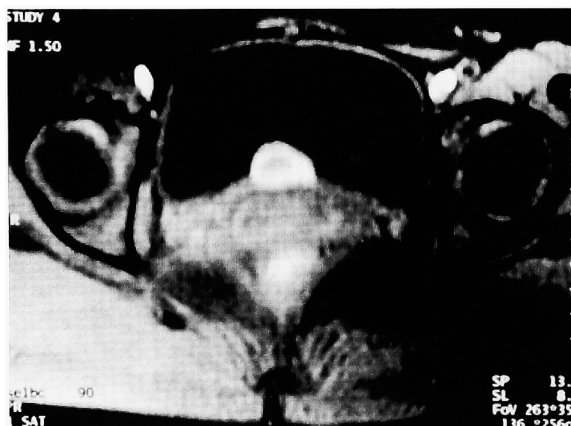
T1-weighted MR image shows high intensity cystic tumor in the vesical posterior wall.
